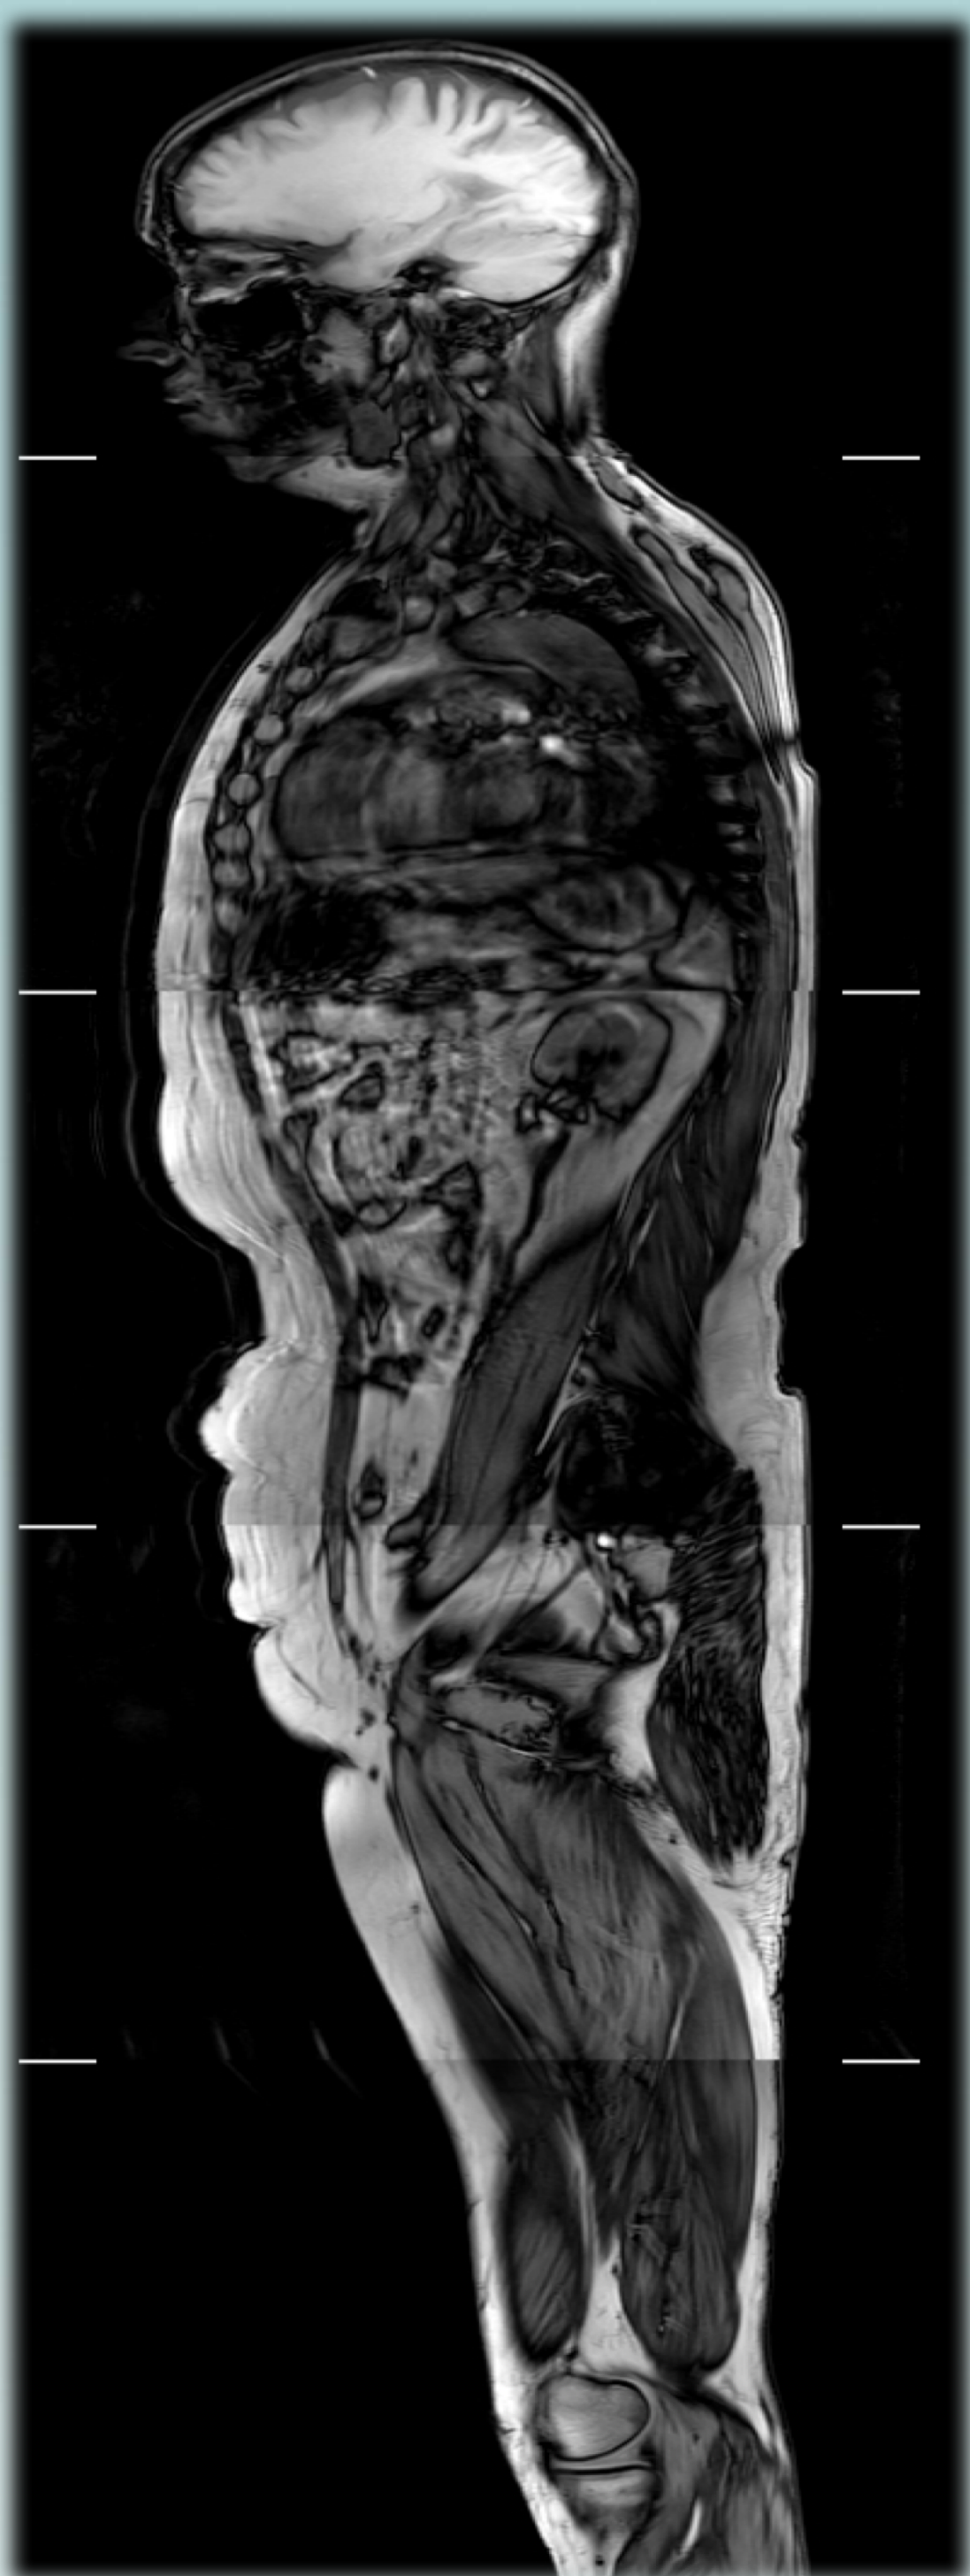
RM de corpo inteiro em T1 no plano sagital
